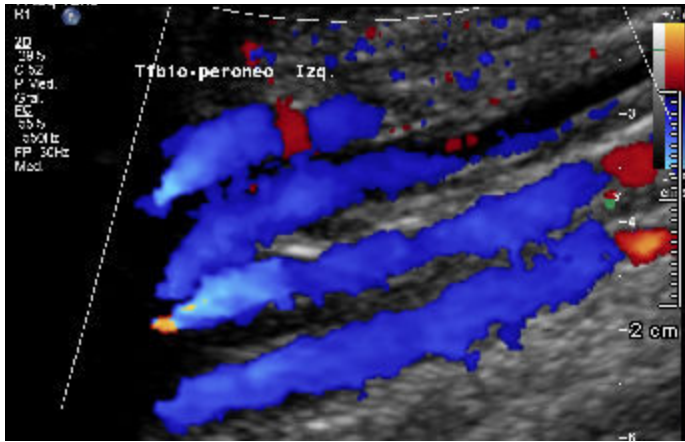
Imagen de un estudio normal de Doppler venoso a nivel de el tronco tibioperoneo donde destaca una adecuada saturación de flujo.
